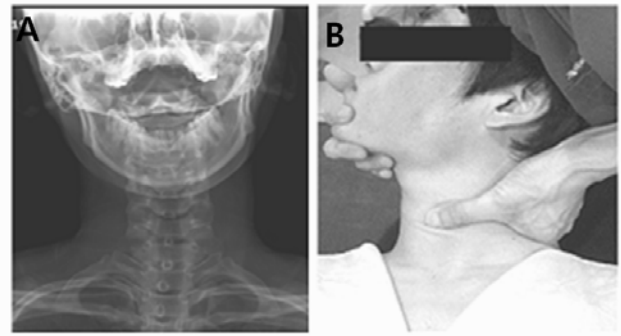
Non-specific cervical manipulation (A) radiograph(anteroposterior view) about right bending on lower cervical portion, (B) non-specific manipulation on left lower cervical portion
